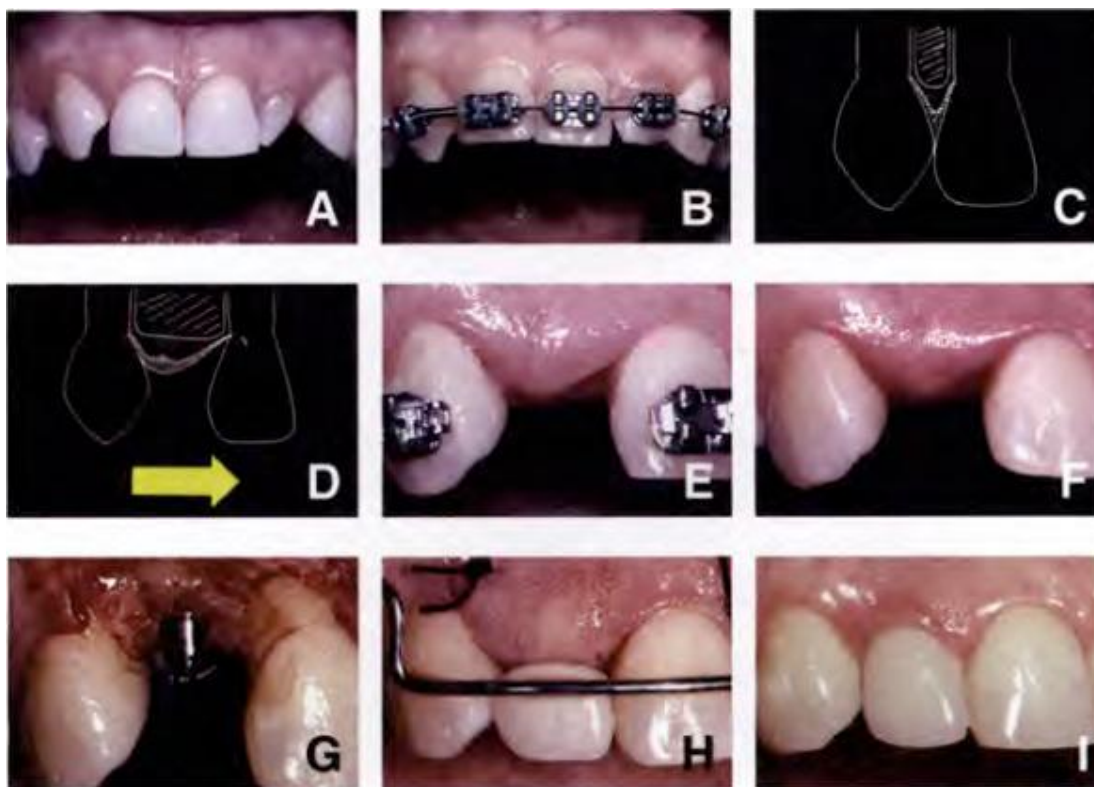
Ageneza desnog maksilarnog lateralnog sjekutića i nicanje očnjaka uz centralni sjekutić (A), ortodonsko otvaranje prostora za implantat (B), periapikalni radiograf pokazuje zadebljanje lamine dure mezijalno od očnjaka i distalno od centralnog inciziva nakon ortodonske terapije (C), fotomikrograf korijena u tijeku pomaka pokazuje kako istegnuta parodontna membrana olakšava depoziciju alveolarne kosti (D), ortodontskim konstruiranjem mjesta stvoren je optimalni alveolarni greben (E,F), nakon 4 godine debljina grebena ostaje ista (G), optimalna debljina i širina greben za postavu implantata (H), zadovoljavajuća estetika na kraju terapije (I). Preuzeto: (16)
